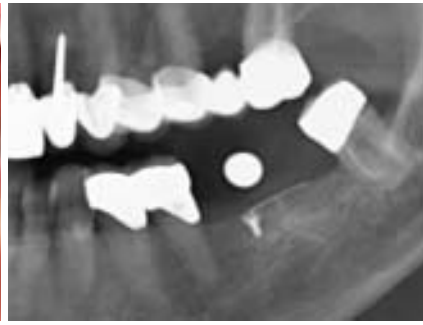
Röntgenbild vor der Implantation.
